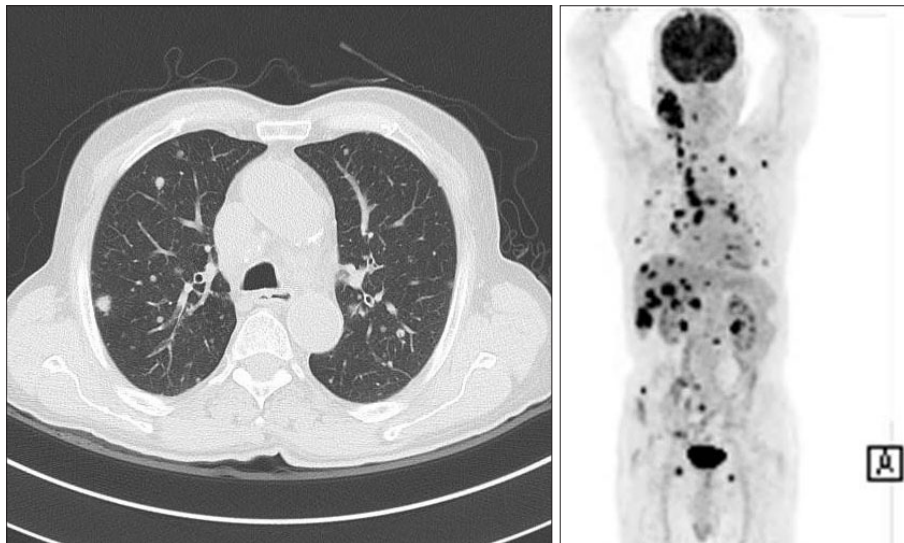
Chest CT scan and PET-CT scan reveal metastatic lymphadenopathies, multiple lung and hepatic metastases.
